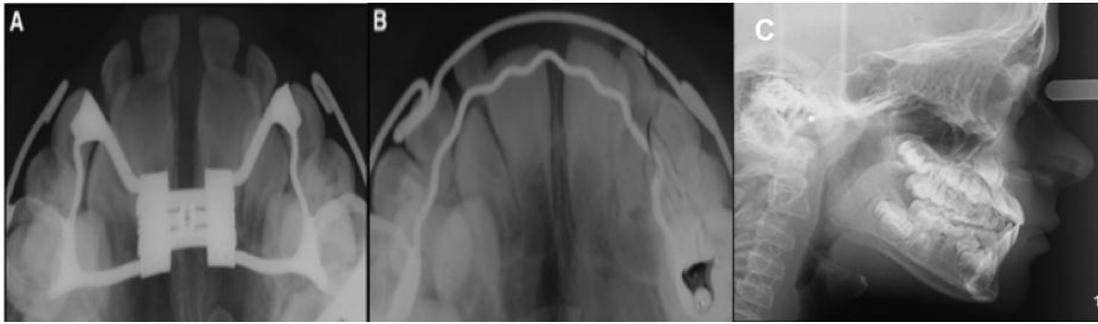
A) Radiografías oclusales con tratamiento activo con RME, B) 1 año después del final de la terapia de expansión activa, C) Cefalograma lateral pos tratamiento en el paciente.<sup>55</sup>
